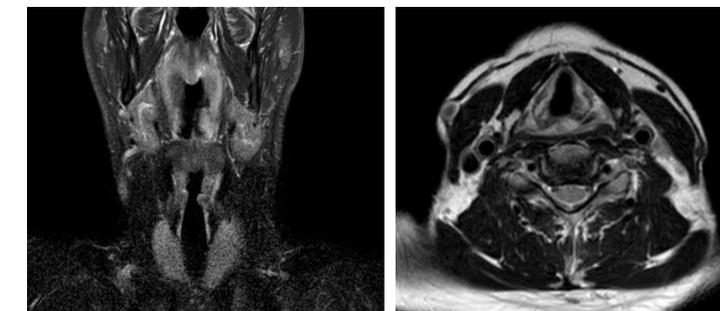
RMN posterior a tratamiento quimioterápico Neoadyuvante con Alectinib más remoción quirúrgica transoral de remanente
